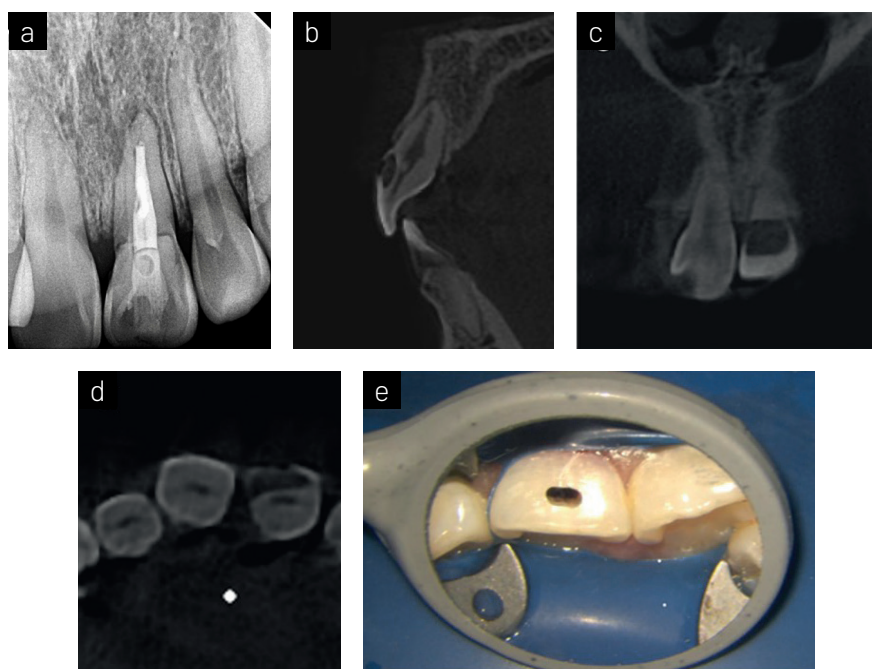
Evaluación radiográfica preoperatoria. a) Radiografía periapical de la pieza 21, donde se observa una lesión radiolúcida extensa en sentido mesiodistal. b-d) Evaluación del volumen de la tomografía computarizada de haz cónico (campo endodóntico FOV 5x5) utilizando el software Xelis Dental. Se identifica una imagen hiperdensa, compatible con cálculo en la cámara pulpar, así como una imagen hipodensa en el tercio cervical coronal en la superficie vestibular, que es compatible con reabsorción externa (b: corte sagital; c: corte coronal; d: vista axial). e) Apertura cameral atípica.
